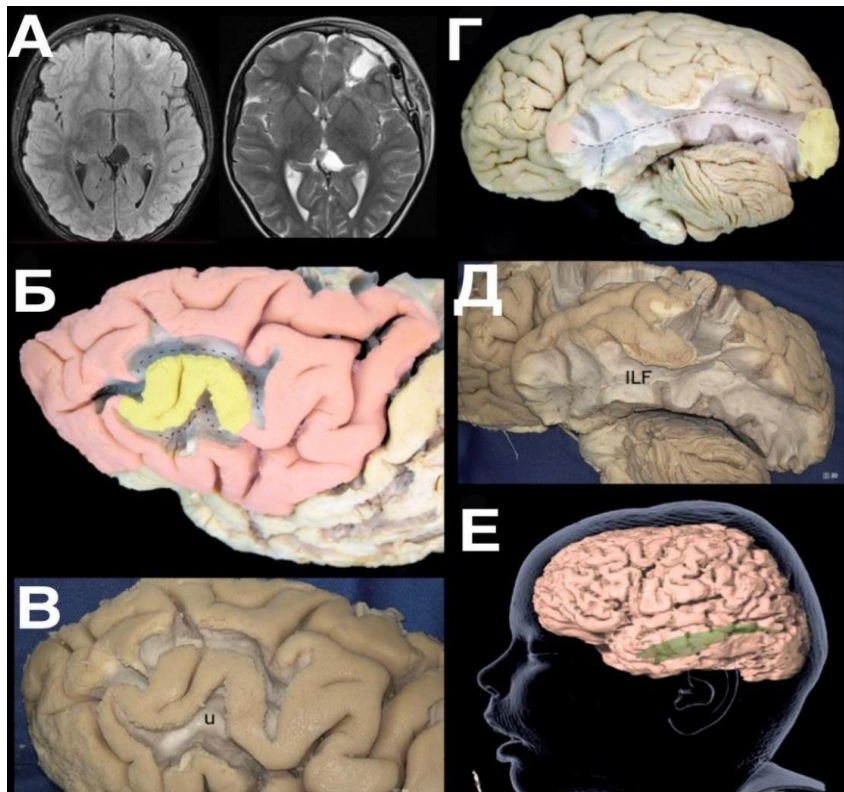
Диссекция кадаверного материала. Изображения А-Д — пациент Ж., 3 мес., со структурной фокальной эпилепсией, частыми фокальными приступами, с генерализованными тонико-клоническими судорогами более 10 раз в сутки. А — предоперационное и послеоперационное МРТ. Б — боковой вид левой лобной доли после рассечения U- волокон вокруг средней лобной извилины; эпилептическая зона распространяется от средней лобной извилины к нижней и верхней лобным извилинам через U-волокна; желтый — первичная ФКД ЭЗ; красный — эктопическая ЭЗ; прерывистая линия — U-волокна. В — боковой вид левой лобной доли после рассечения U-волокон вокруг средней лобной извилины; u — U-волокна. Г — боковой вид левого полушария после удаления серого вещества и U-волокон, обнажая нижний продольный пучок, который соединяет ЭЗ, расположенную в затылочном полюсе, с верхней и медиальной височной извилинами; желтый — первичная ФКД ЭЗ; красный — эктопическая ЭЗ; прерывистая линия — нижний продольный пучок. Д — боковой вид левого полушария после рассечения нижнего продольного пучка; ILF — нижний продольный пучок. Е — Пациент Ж., 1 год, со структурной фокальной эпилепсией, эпизоды генерализованных тонико-клонических ЭП, трактография ILF
